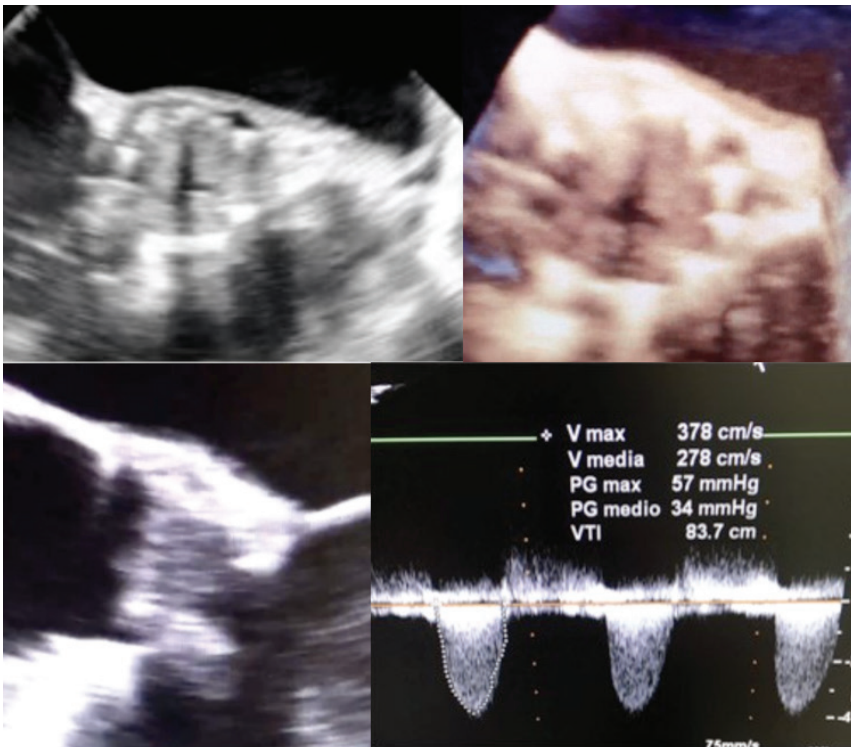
Aspetti ecoColorDoppler 2D/3D in favore di una trombosi su valvola Edwards n. 23. Aumento dei gradienti transvalvolari, ridotta apertura sistolica con ispessimento ed ipomobilità delle semilunari
